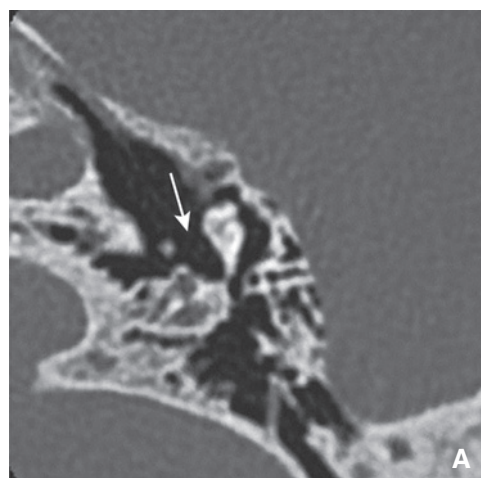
Lyse de la longue apophyse de l'incus. Coupes TDM double oblique (plan de l'incus) (A) et coronale oblique (V ossiculaire) (B) : absence de longue apophyse de l'incus (flèches).
